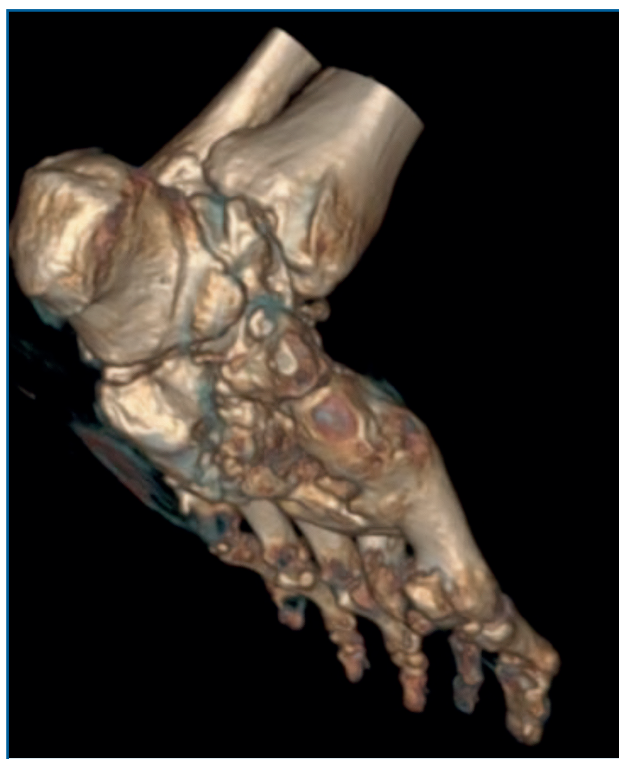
Reconstrucción 3D de la tomografía computarizada.
